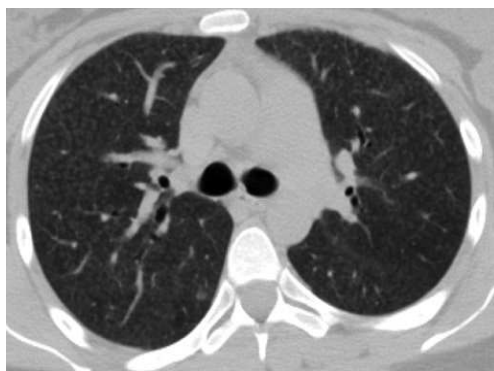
Pattern nodular – HRCT evidențiază multiple opacități nodulare bilaterale cu distribuție difuză pulmonară (pacientă de 28 de ani cu pneumonită de hipersensibilitate)
